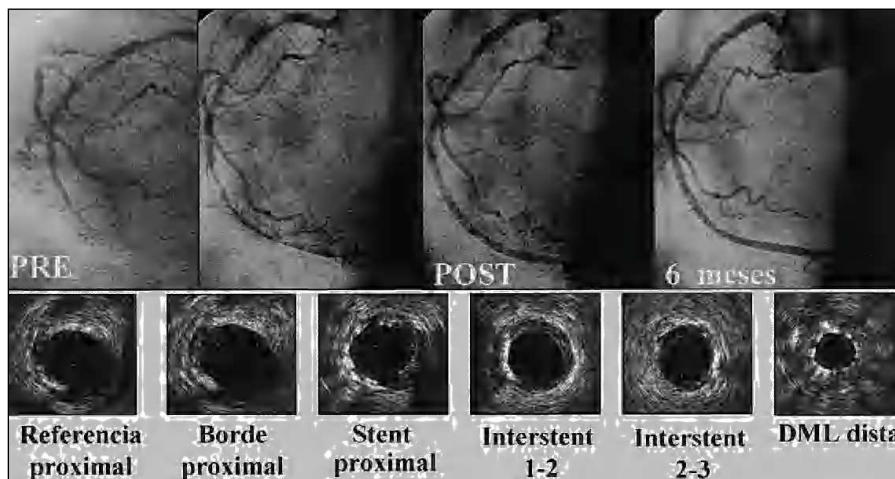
Coronaria derecha ocluida y difusamente enferma reconstruida con múltiples *stents* de rapamicina. A los 6 meses la arteria se mantiene permeable y con una mínima proliferación neointimal en la ecocardiografía de seguimiento (abajo).
